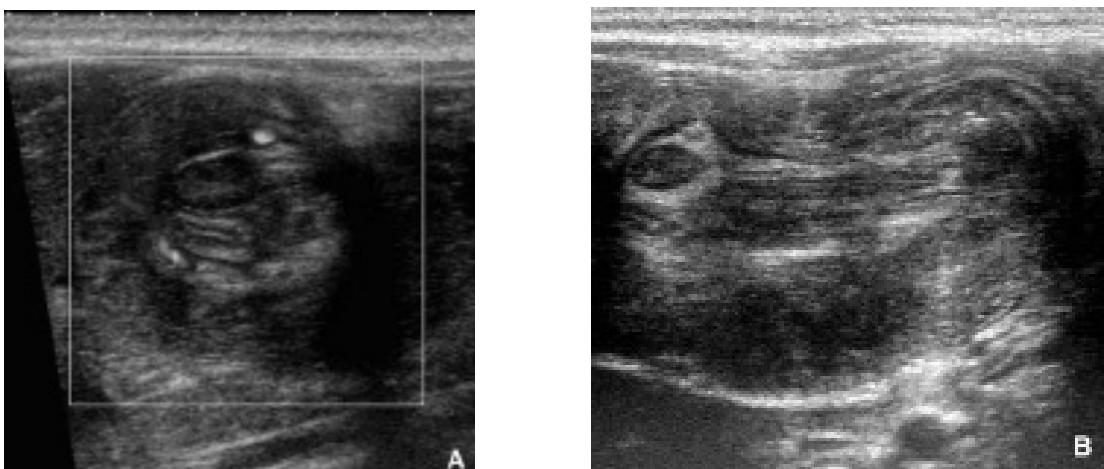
Aspect échographique d'une invagination iléo-colique (A : coupe transversale, B : coupe longitudinale) [53].
